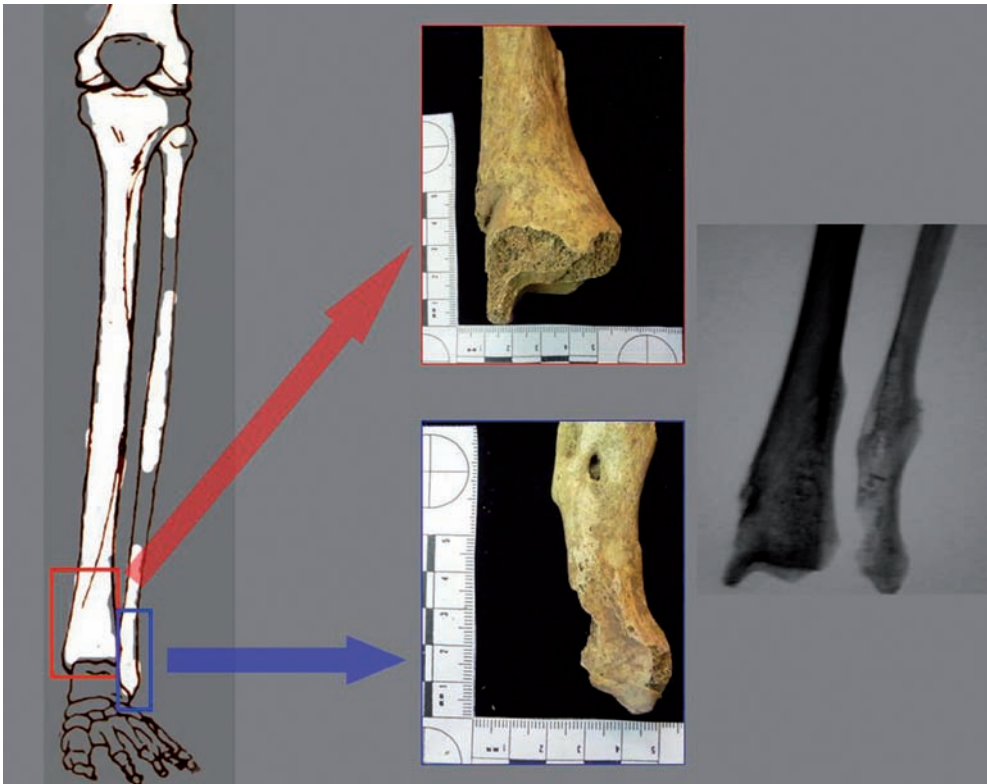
Posizione dei calli ossei in corrispondenza dell'arto inferiore; a destra, immagine radiografica delle estremità distali di tibia e fibula di sinistra.
